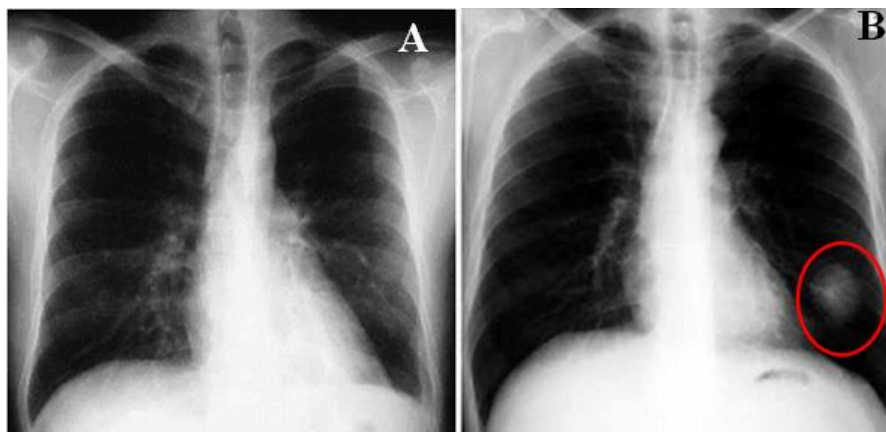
Radiografías comparativas de tórax.
